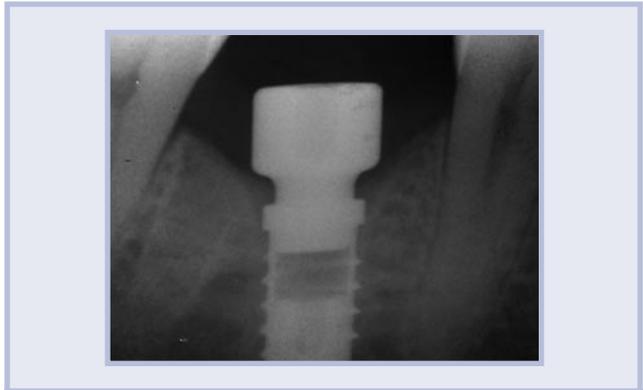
Immagine radiografica a 3 mesi dalla chirurgia
